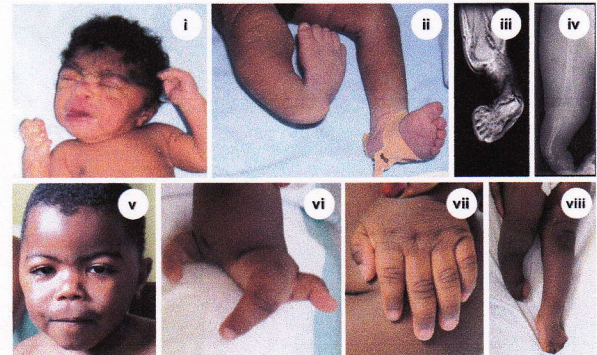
Phenotype of the patient. (i-ii) Frontal view and lower limbs of the patient in the first week of life. (iii-iv) MRI and roentgenogram of right leg patient at the age of first month of life. (v) Frontal view; (vi-vii) right and left hands; and (viii) lower limbs of the patient at the age of 2 years and 2 months.
